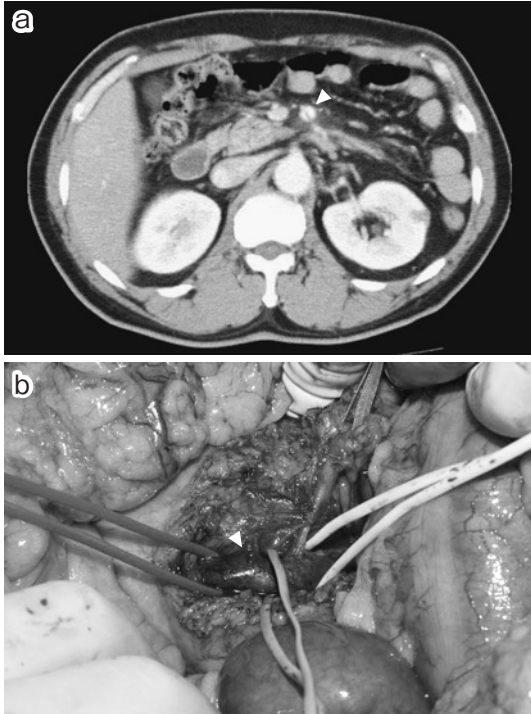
Abdominal CT of case 2 revealed dissection of the SMA in which a false lumen had clotted (arrowhead).
